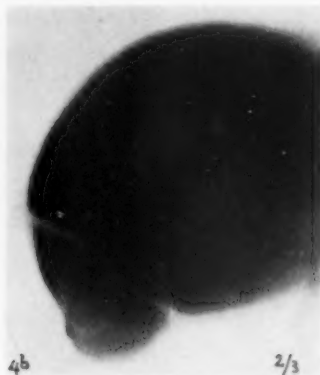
Röntgenaufnahme eines entfernten, mit Kontrastmittel gefüllten Ferkelmagen-Divertikels. Breite Kommunikation, unten (ösophaguswärts) tiefere, oben seichte Einschnürung.
